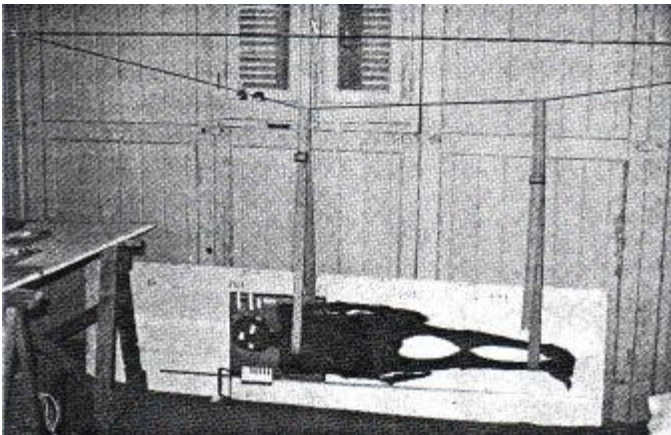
une momie prête pour la radiographie. La momie dont la rigidité permet la suspension est maintenue par deux sangles elles-mêmes soutenues par un câble. Ce dispositif permet une assez grande liberté dans la réalisation des incidences. Le tube radiogène, en revanche est à poste fixe à 3 mètres du panneau sur lequel est placé la cassette. On distingue en outre la mire plombée qui en étant radiographiée en même temps que le momie permet de faire des corrections métriques.
